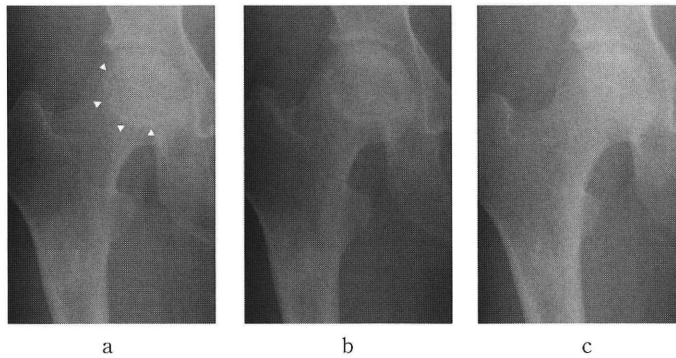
右股関節単純X線正面像 (a | b | c)
